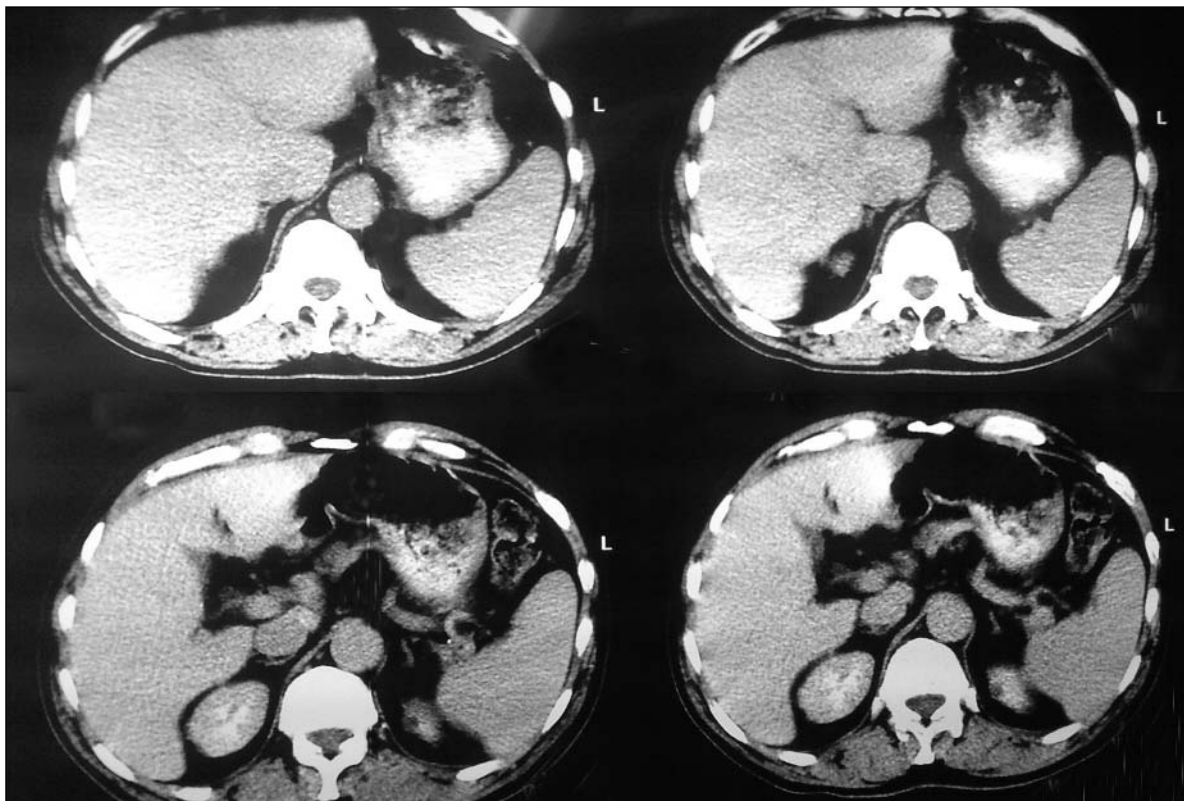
Caz clinic 1. Clișee CT postchimioterapie. Nu se mai constată leziunile descrise anterior de chimioterapie
